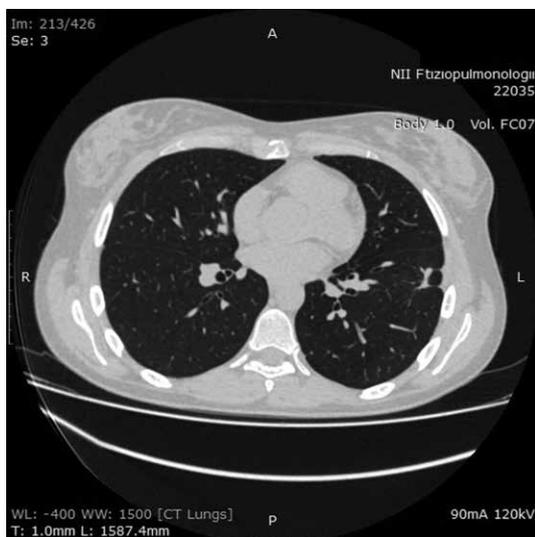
Окончание. МСКТ ОГК от 21.05.2019. Единичные очаговые изменения в зоне фиброза
